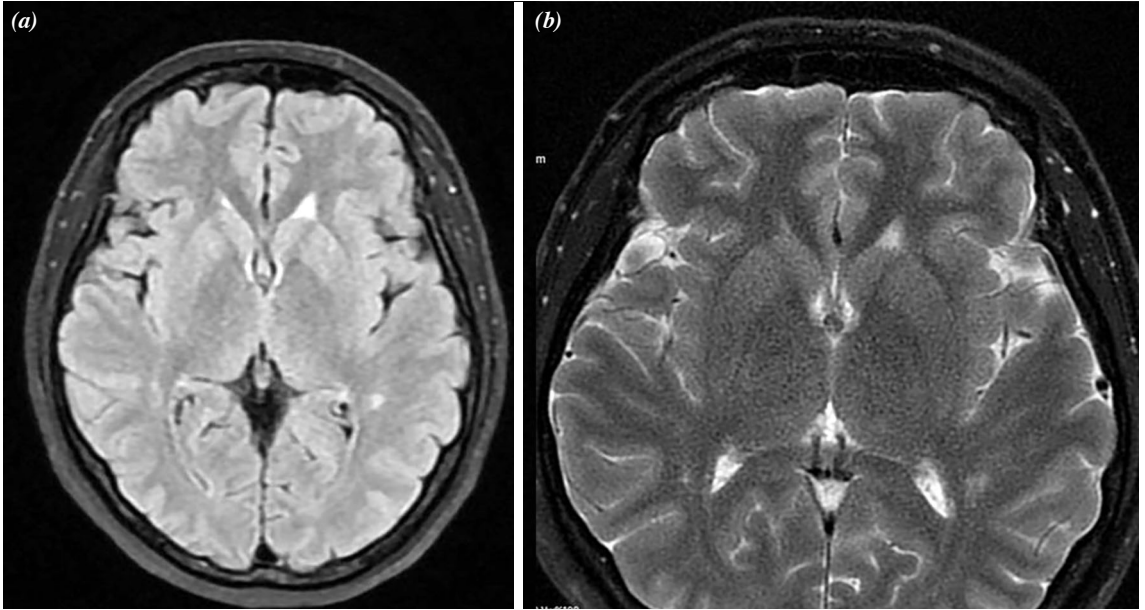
(a) T2 FLAIR kesitte sağ globus pallidustaki hiperintens lezyon görülmektedir. (b) T2 FLAIR kesitte sağ parietalde hiperintens lezyon görülmektedir. (c) Aksiyel T2 kesitte sağ globus pallidustaki lezyon görülmektedir.
